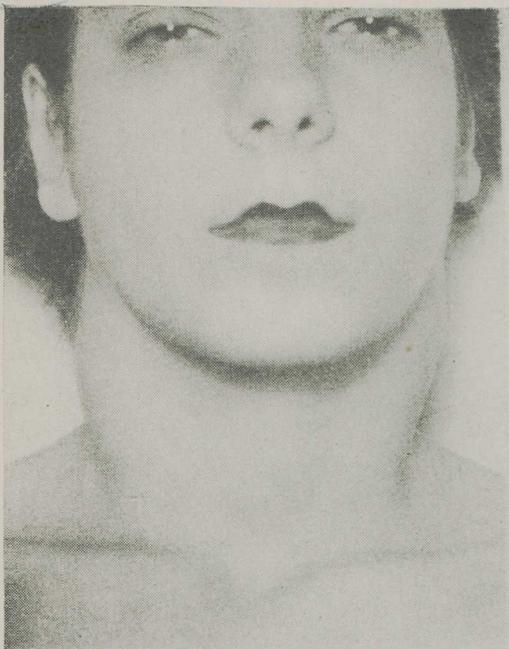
F.V., reg. 9556 do S.N.C., 17 anos. Portadora de Carcinoma transicional do nasofaringe com adenopatias cervicais bi-laterais. Fotografia acima à esquerda, em 1947, antes de iniciar tratamento. Desaparecimento das adenopatias logo após tratamento. Radiografia perfil mostra tumor no teto do cavum antes do tratamento. Após roentgenterapia, rinofaringe normal. A doente acha-se bem na data desta publicação, apresentando a sobrevida de 7 anos.
